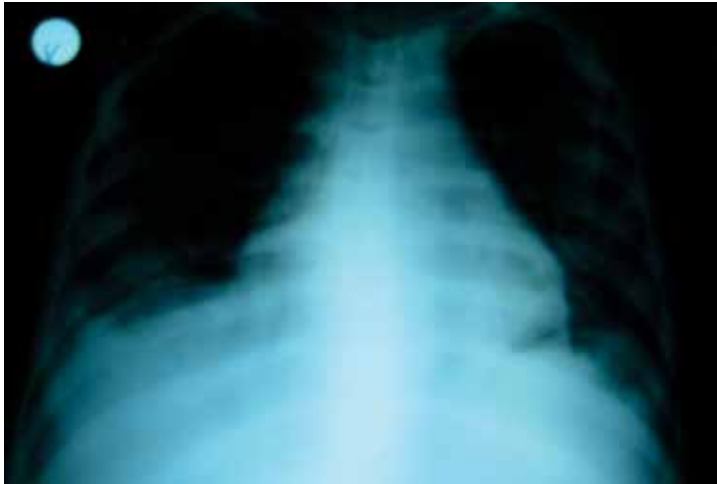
Radiografía de Tórax: Se evidencia un discreto abombamiento de la silueta cardíaca, derrame pleural bilateral escaso y ausencia de compromiso parenquimal
